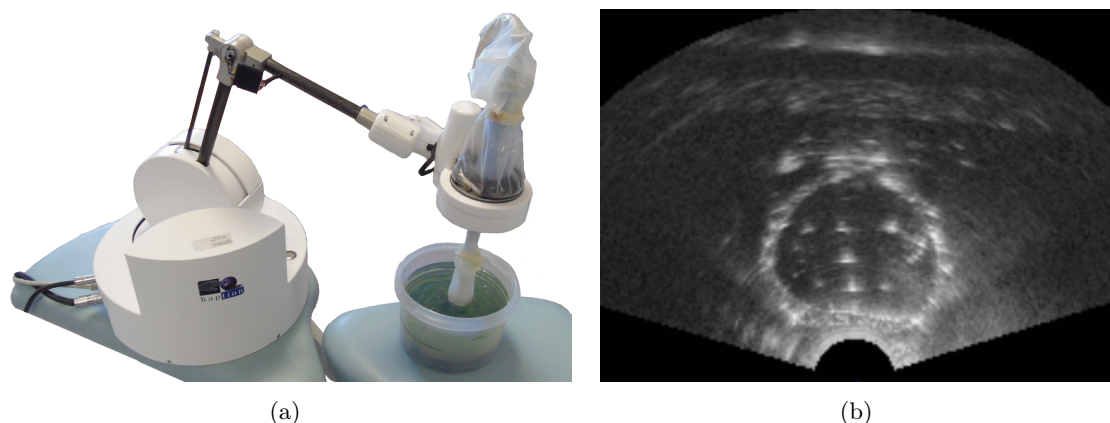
Acquisition de volumes échographiques (b) avec un robot porte-sonde et un fantôme dédié (a) au calibrage Main-Œil.
